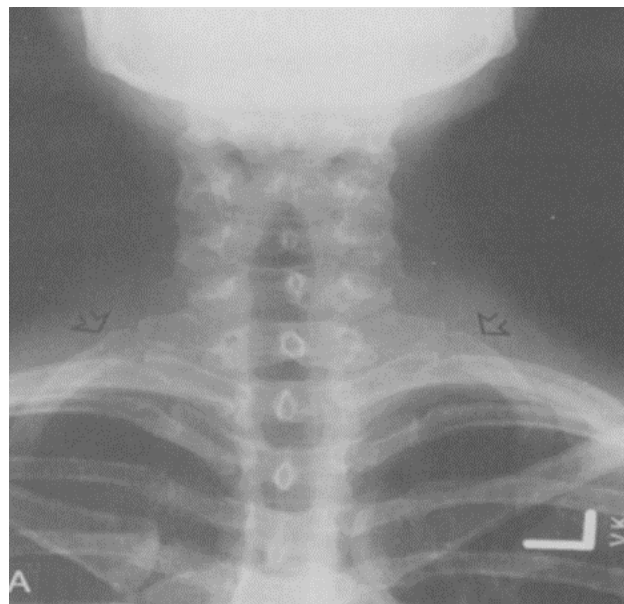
Radiographie démontrant des anomalies bilatérales de la première côte. (40)
